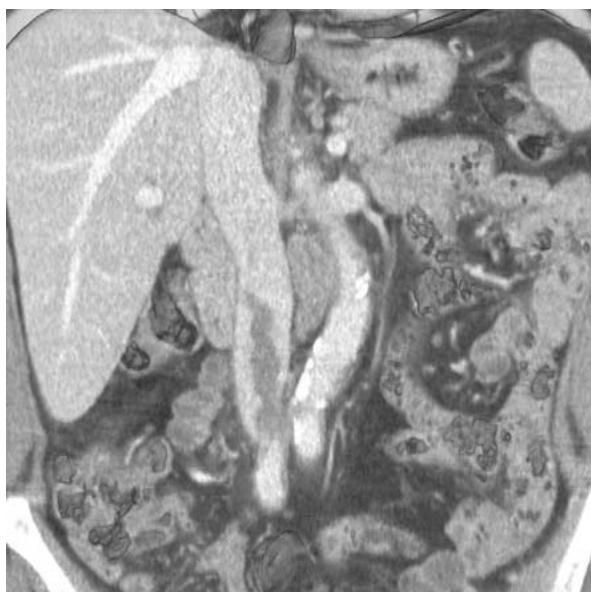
Спіральна комп'ютерна томографія з контрастуванням (ультравіст-300): флотуючий тромб у нижній порожнистій вені – сагітальний (а) та поперечний (б) зрізи.
